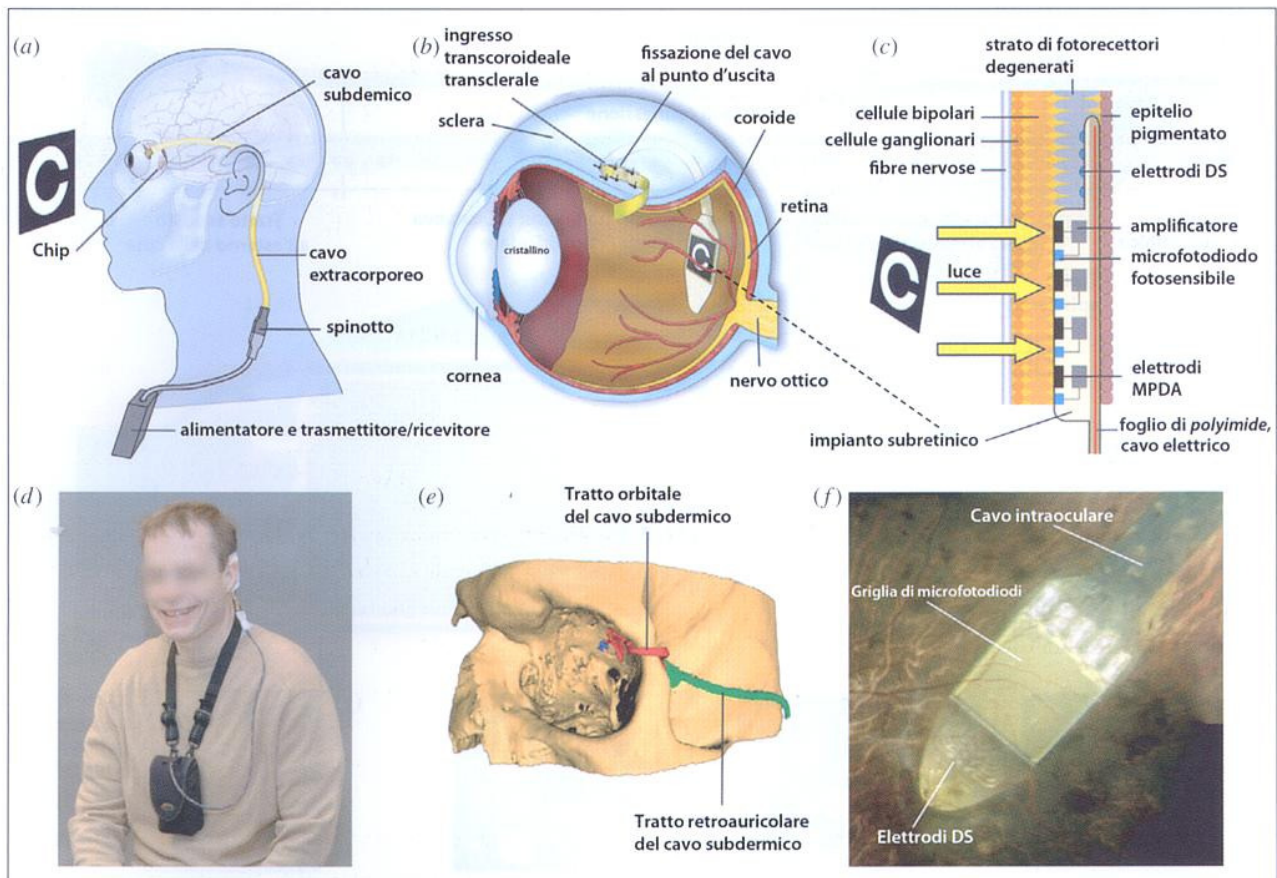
Posizione dell'impianto nel corpo. (a) Il cavo, partendo dal chip impiantato nell'occhio, arriva sotto il muscolo temporale per poi uscire dietro l'orecchio e connettersi con un'unità di controllo che funziona senza fili. (b) La posizione dell'impianto sotto la retina trasparente. (c) I fotodiodi MPDA, gli amplificatori e gli elettrodi in relazione ai neuroni retinici e all'epitelio pigmentato. (d) Un paziente con un'unità di controllo wireless appesa al collo. (e) Percorso della pellicola di polyimide (in rosso) e il cavo (in verde) in una ricostruzione tridimensionale ottenuta con scansioni della tomografia computerizzata. (f) Fotografia dell'estremità dell'impianto subretinico collocato nel polo oculare posteriore, scattata attraverso la pupilla di un paziente.
